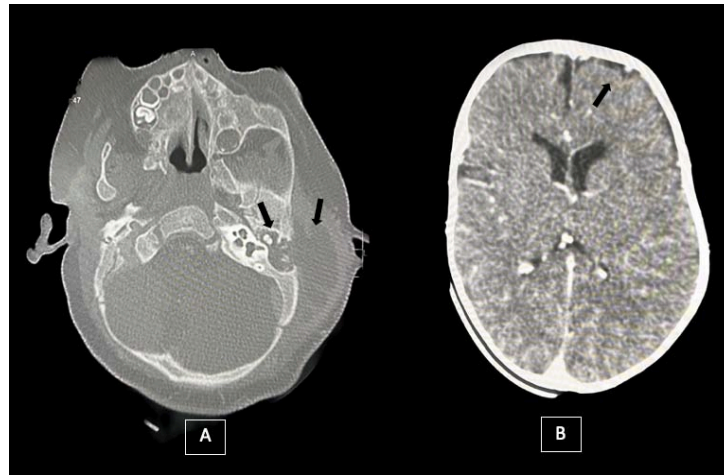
TDM cérébrale C+ en deux coupes différentes d'un malade de notre série :
